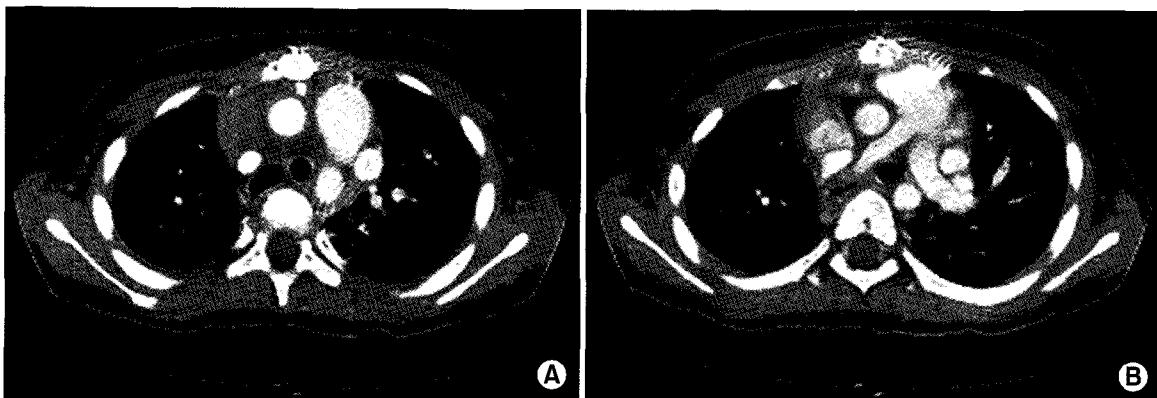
Follow up chest CT after 2 months. (A) Volume of the right lung have been expanded than that of previous state. Location of the heart and the ascending aorta also have been changed, so the compression of left main bronchus was resolved. (B) Location of the right pulmonary artery have been changed, but compression of the right distal main bronchus didn't resolved.
